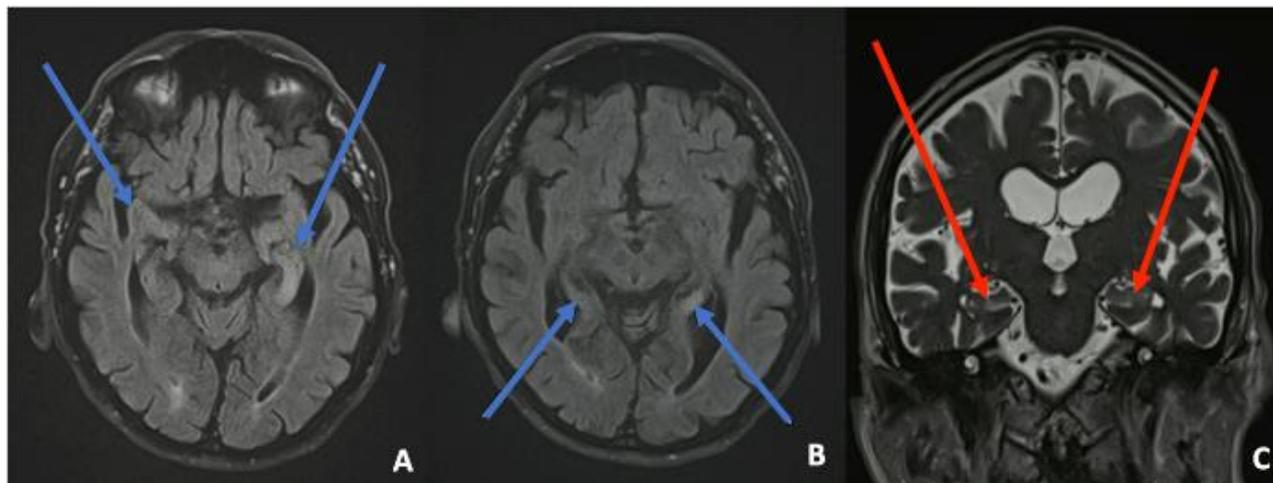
IRM cérébrale en séquence axiale FLAIR (A, B) montrant un hypersignal temporal interne bilatéral plus marquée à gauche (flèches bleues) et en séquence coronale T2 (C) montrant l'hypersignal temporal interne (flèches rouges)
